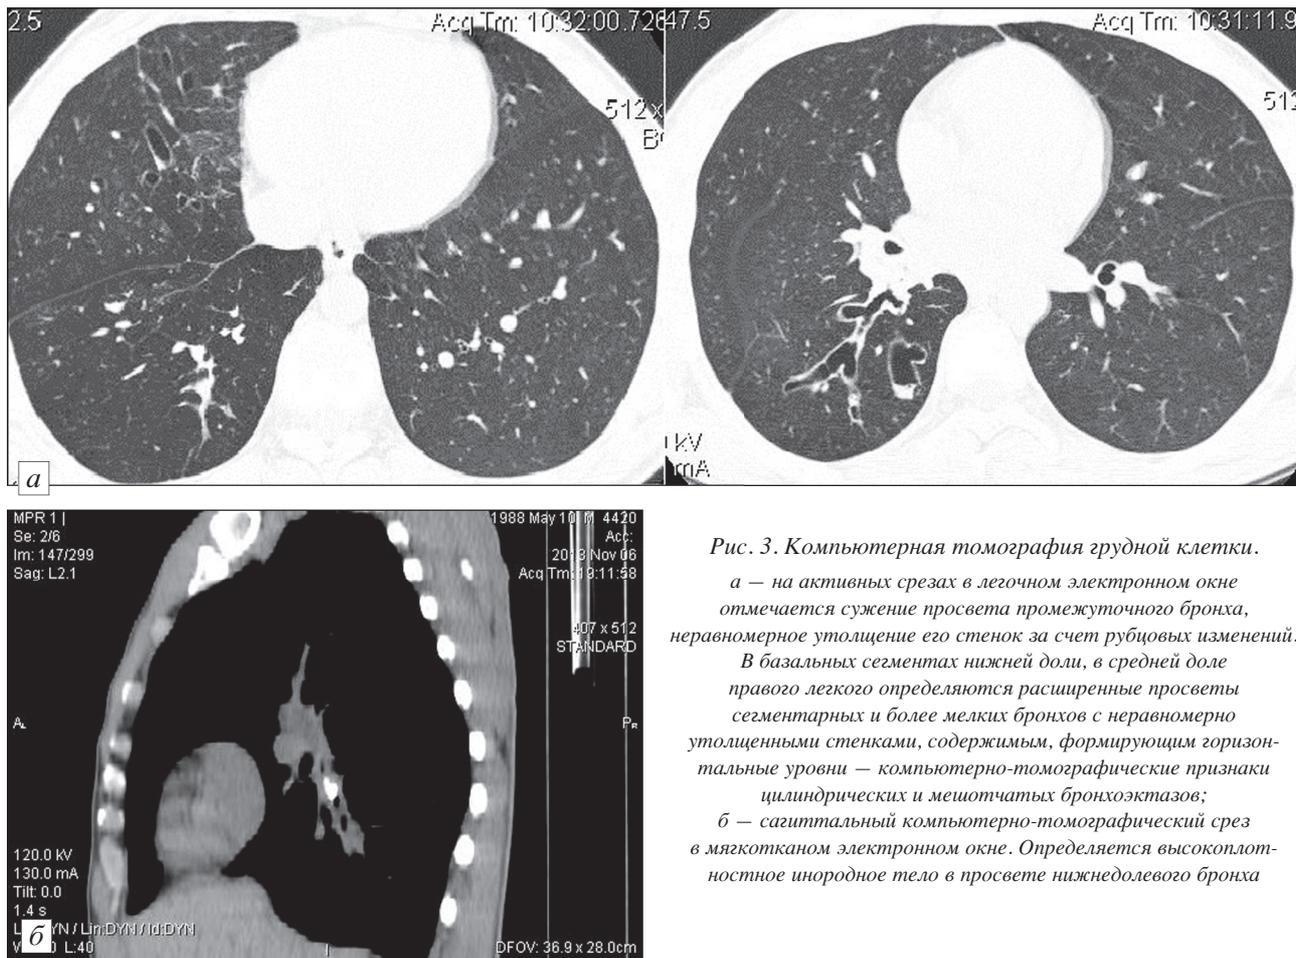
Компьютерная томография грудной клетки.
